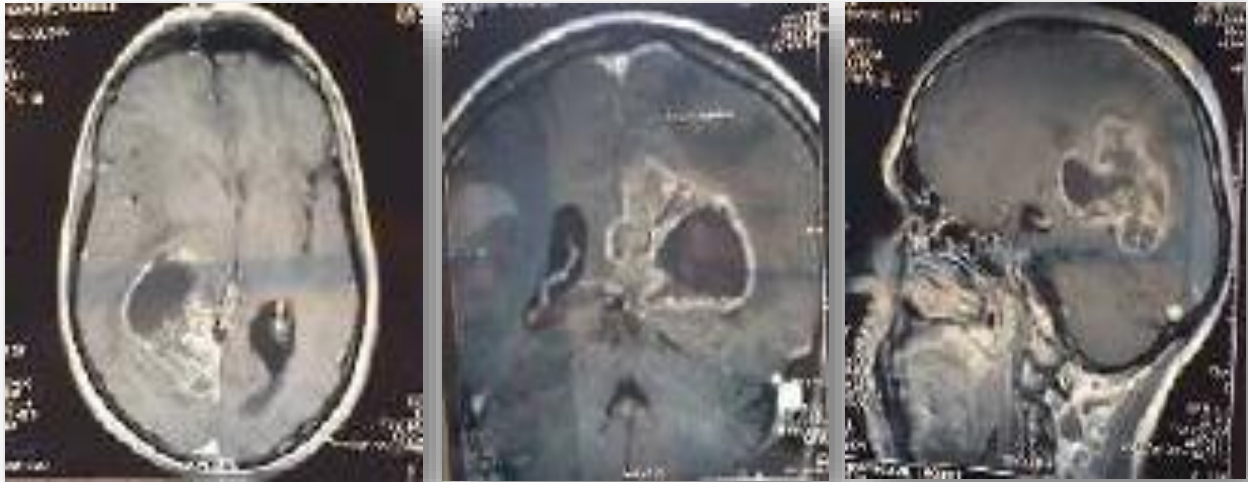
IRM cérébrale du patient 4
